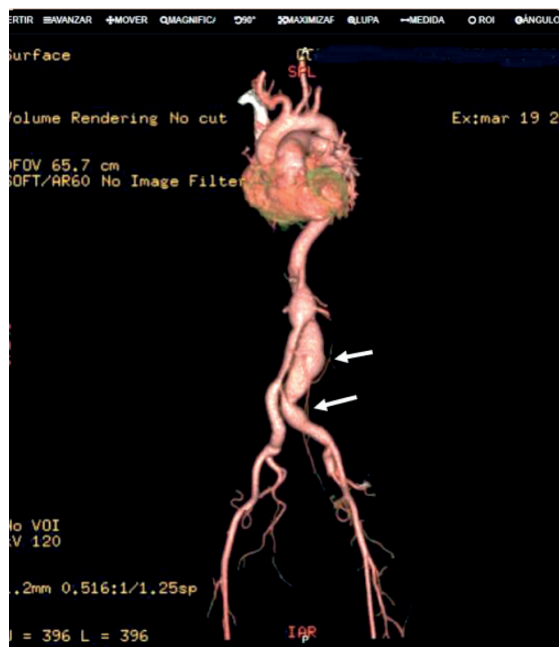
Angiotomografía de abdomen.
